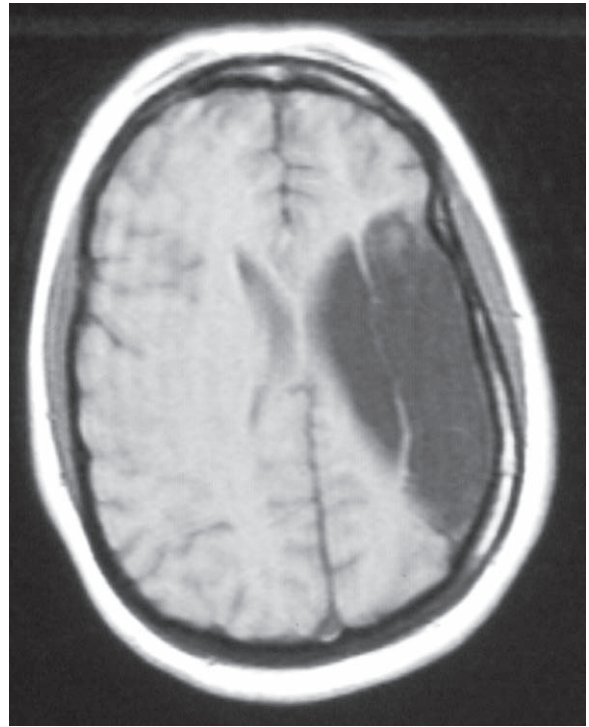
MRI de un adulto con hemiplejía congénita. Hay encefalomalacia grave principalmente en el territorio de la arteria cerebral media derecha.
